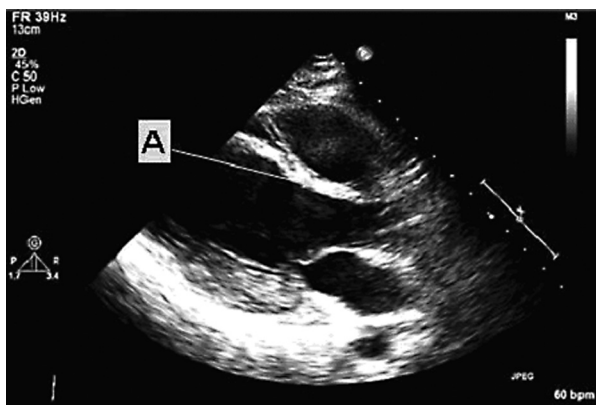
Obraz echokardiograficzny w osi przymostkowej długiej przed wykonaniem zabiegu ablacji: pogrubienie przegrody międzykomorowej (A) oraz widoczne zwężenie drogi wypływu z lewej komory
